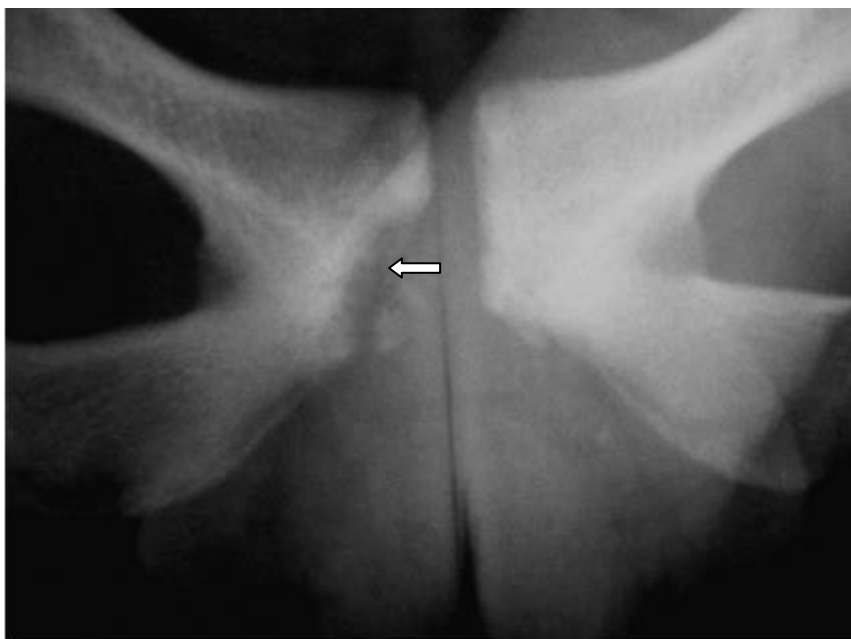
radiographie de la symphyse pubienne. Avulsion partielle du noyau d'ossification secondaire à l'angle antéro-inférieur de la symphyse (flèche) [1].
